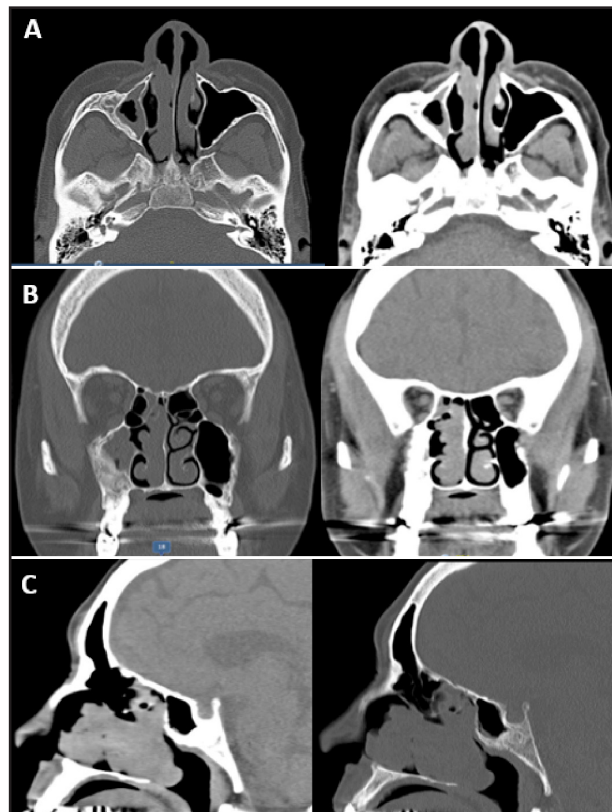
TC de cavidades paranasales con medio de contraste (ventana ósea y de partes blandas) en la que se observa lesión polipoidea en fosa nasal derecha, sin evidencia de compromiso óseo.
